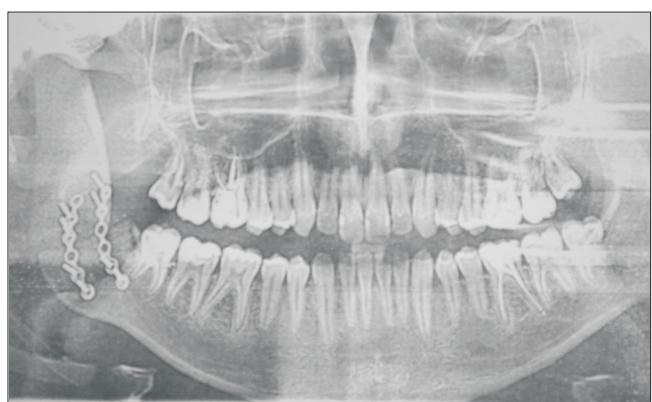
Ортопантомограмма. Ветвь нижней челюсти замещена подвздошным трансплантатом
